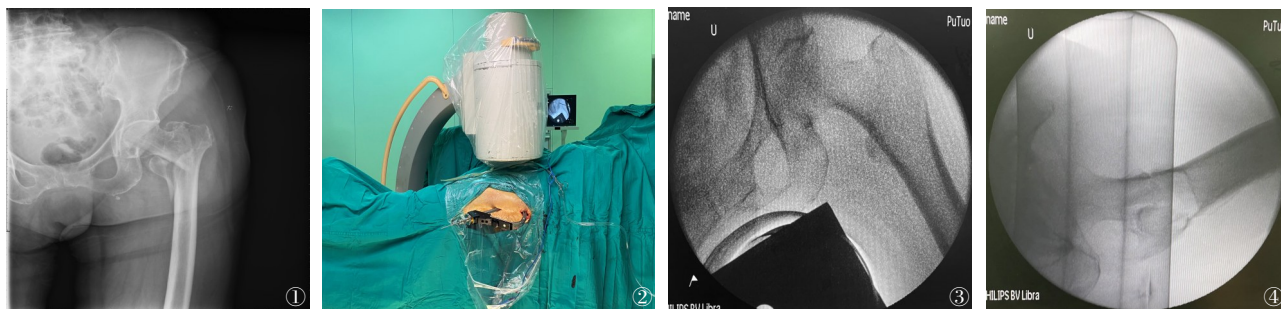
~4 一例加速康复外科组患者术前及术中影像资料。女性,83岁,术前X线提示左股骨粗隆间骨折。图1 术前X线;图2 术中C臂机透视、牵引床辅助下闭合复位内固定;图3 术中透视见正位片骨折断端复位满意;图4 术中透视见侧位片骨折断端复位满意
